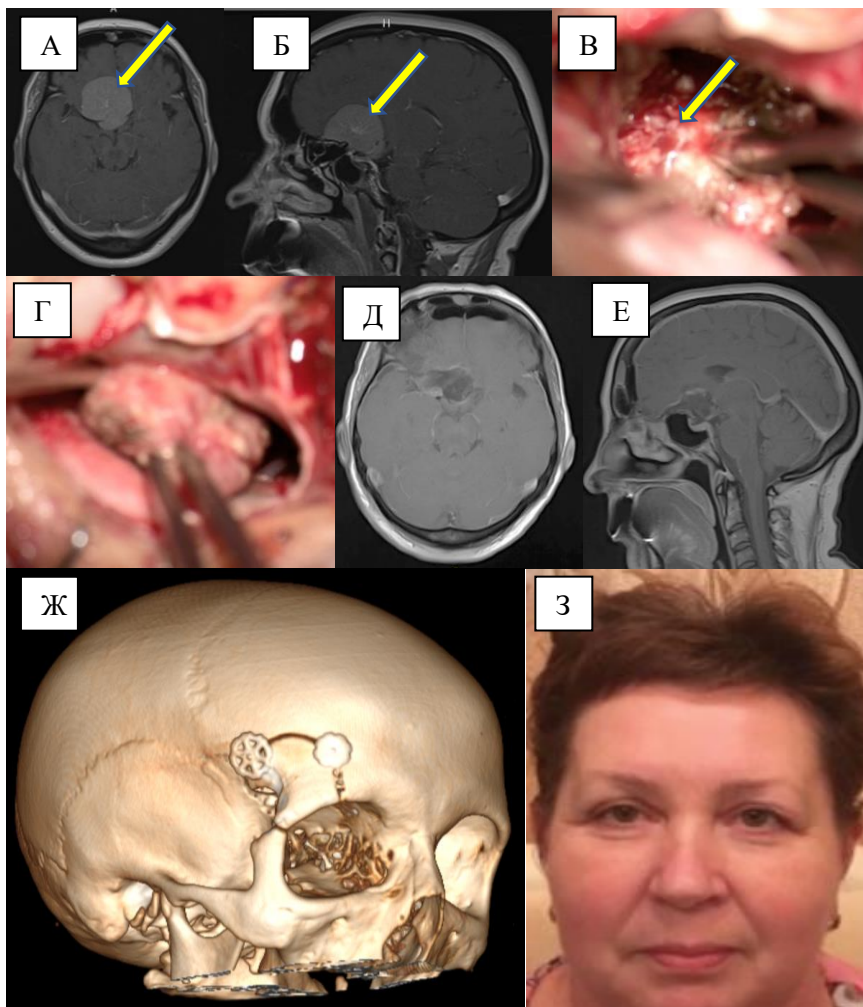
Пример применения ТПД для удаления менингиомы бугорка турецкого седла (И/б №91686/19). А – МРТ головного мозга с контрастированием, аксиальная проекция. Немозговое объемное новообразование бугорка турецкого седла (стрелка). Б – МРТ головного мозга, сагиттальная проекция. В – этап деваскуляризации опухоли. Г – менингиома удалена. Д – МРТ головного мозга с контрастированием через 3 месяца после операции, аксиальная проекция. Е – МРТ головного мозга с контрастированием через 3 месяца после операции, сагиттальная проекция. Ж – КТ с 3D-реконструкцией. З – фото пациентки через 3 месяца после операции. Пациентка дала письменное согласие на публикацию фотографии в материалах исследования.
